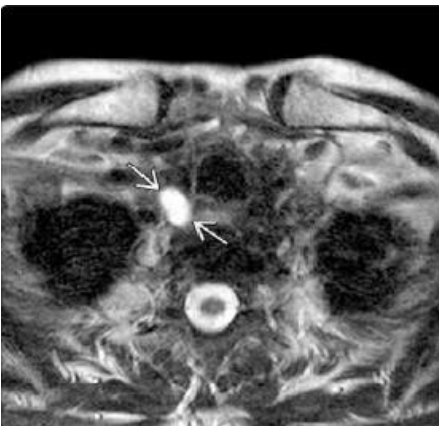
Аксиальный срез МРТ в T2WI, отмечено овальное образование (→) имеет высокую интенсивность сигнала по сравнению с ЩЖ или л/у. (изображения из Diagnostic Imaging: head and neck, 3d edition, Elsevier 2017)
